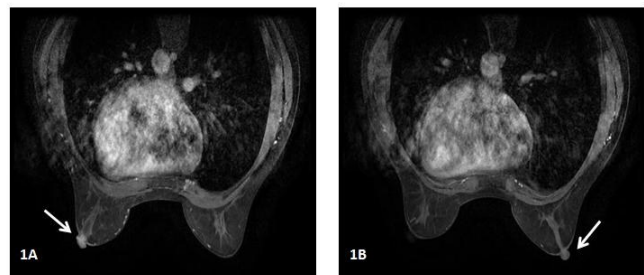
单纯乳头病变在 DCE-MRI 上表现 注:DCE-MRI 中图 1A 中乳头(患侧)较图 1B(健侧)明显强化。
